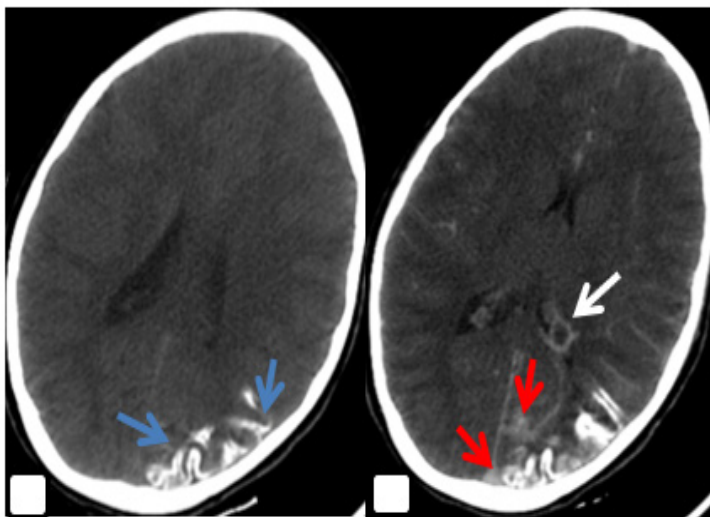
TDM cérébrale en coupe axiale avant (a) et après injection du produit de contraste: Calcifications gyriformes au niveau pariéto-occipitale gauche (flèche bleue), rehaussement méningo-pial (flèche rouge) associé à une hypertrophie du plexus choroïde homolatéral (flèche blanche)
